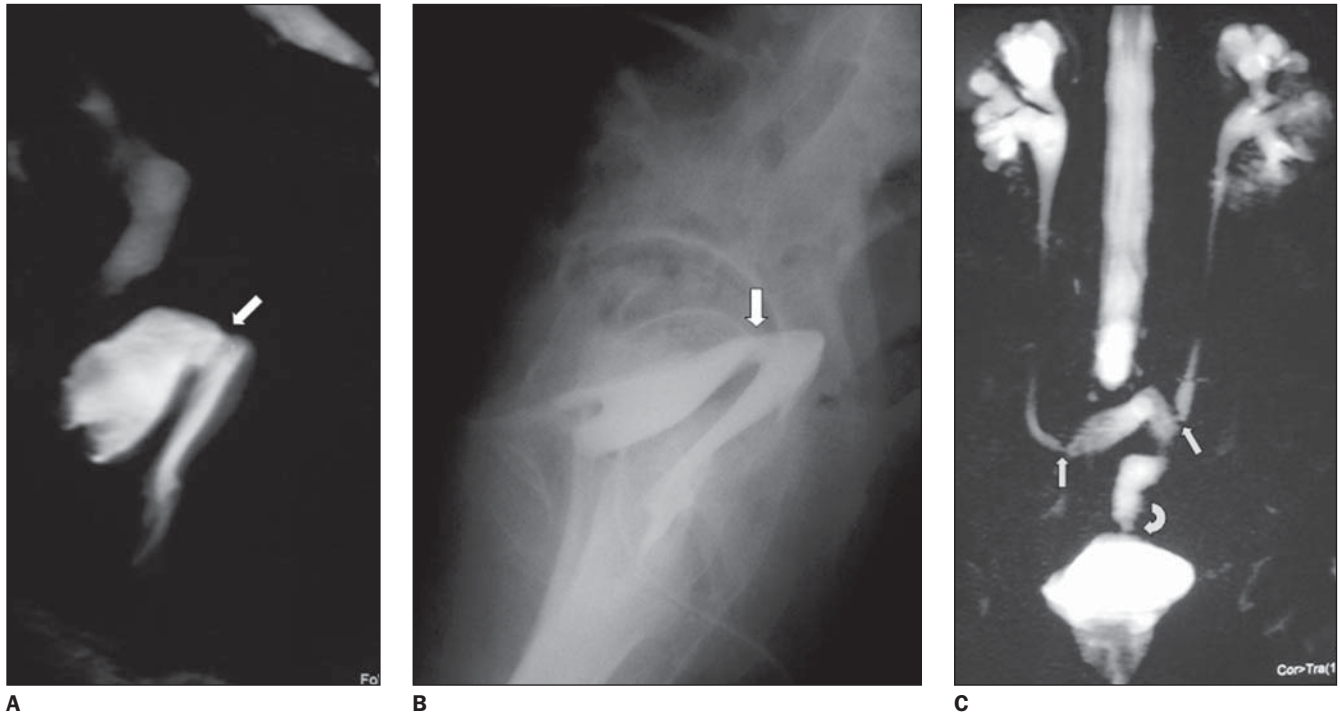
Fístula vesicovaginal demonstrada pela uroressonância (seta em A) e pela cistografia (seta em B) na paciente 5, 51 anos de idade, que surgiu após cirurgia de Werthein-Meigs. Em C, imagem de uroressonância 3D-HASTE no plano coronal evidenciando a uretero-íleo-vesicoplastia, com a visualização das anastomoses do segmento de íleo com os ureteres (setas retas) e com a bexiga (seta curva), com hidronefrose bilateral.
